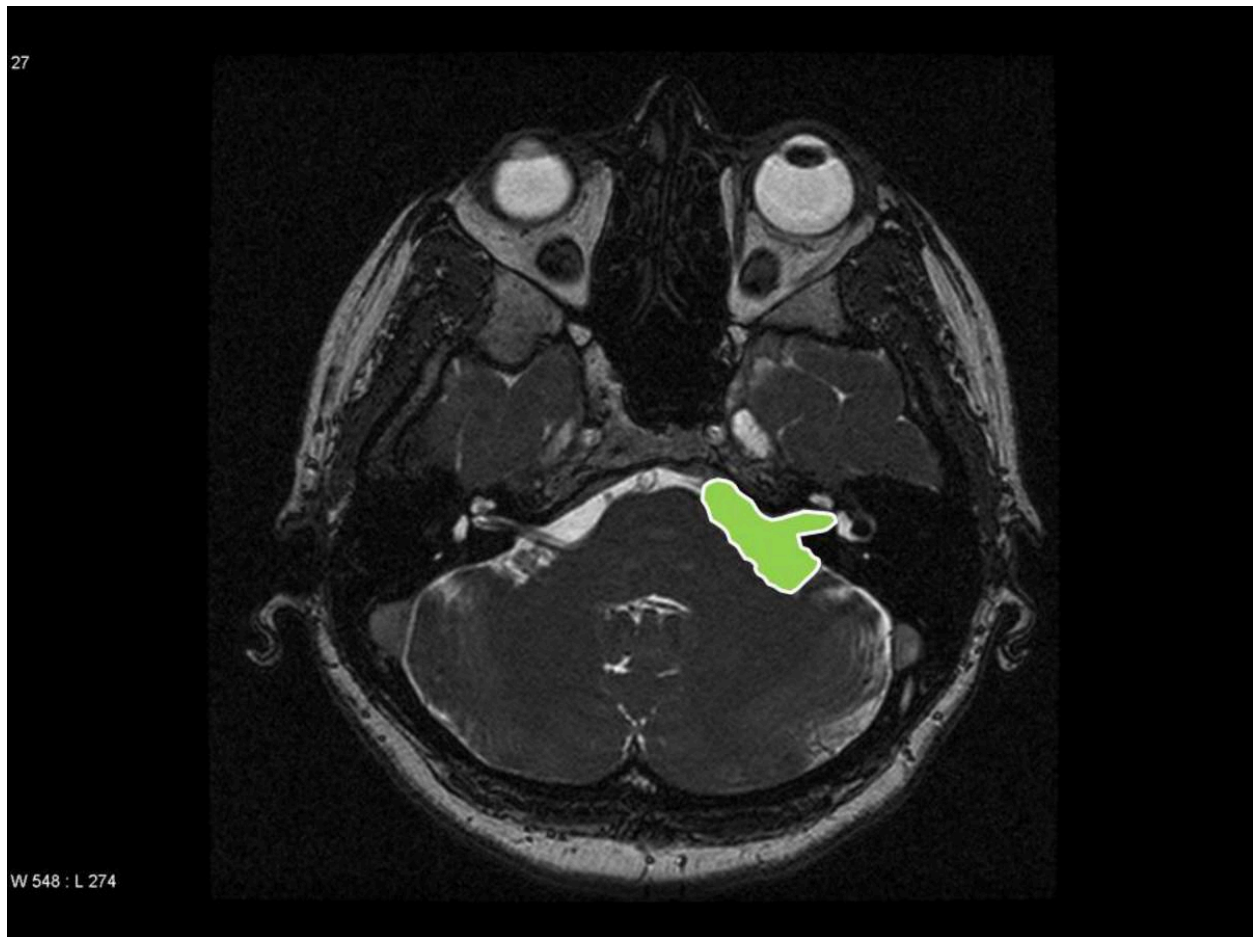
Corte axial de RM donde representamos dibujada el área anatómica que corresponde al APC
